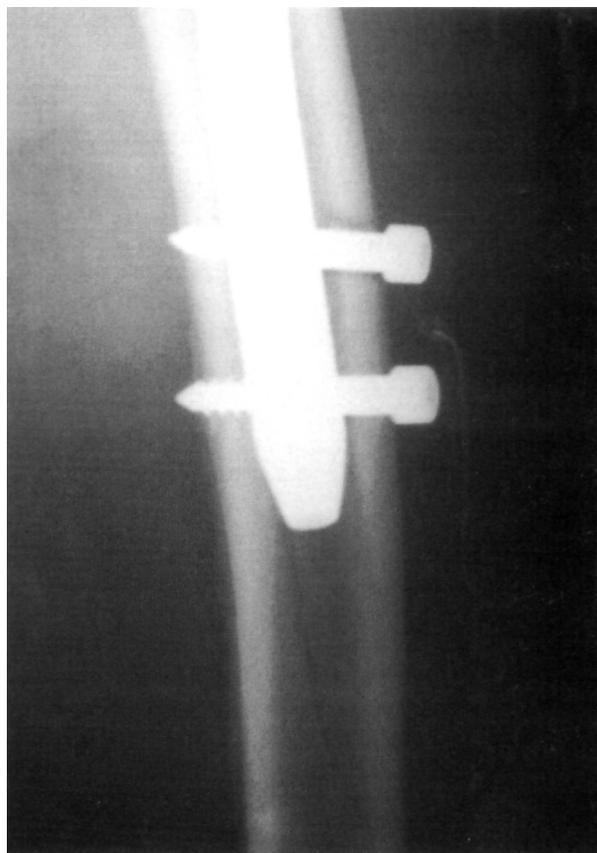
Radiografía anteroposterior en el postoperatorio inmediato donde se aprecia una fisura longitudinal diafisaria femoral y problemas en la colocación de los cerrojos, sobre todo el más proximal, cuyo orificio en la cortical externa es más grueso que el tornillo. La colocación de los cerrojos no pudo realizarse de forma percutánea.
